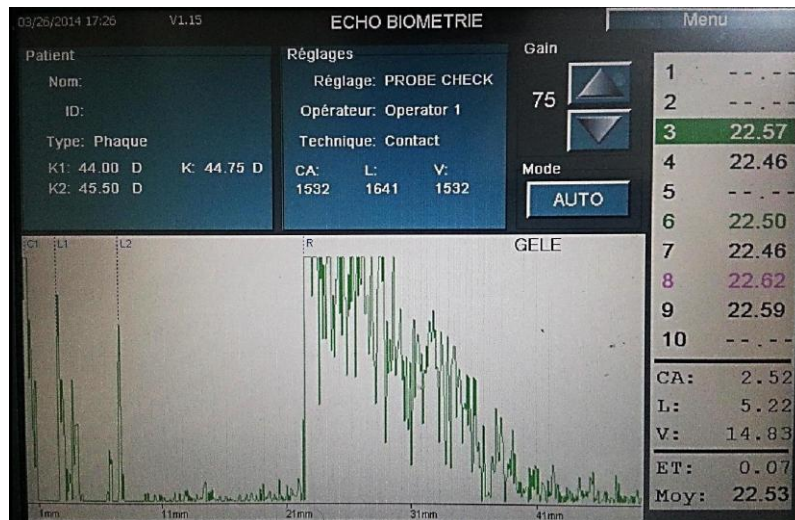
Exemple de biométrie mode ultrasonore A par un appareil OcuscanRxP de chez Alcon (image du service d'ophtalmologie CHU HASSAN II Fès).
